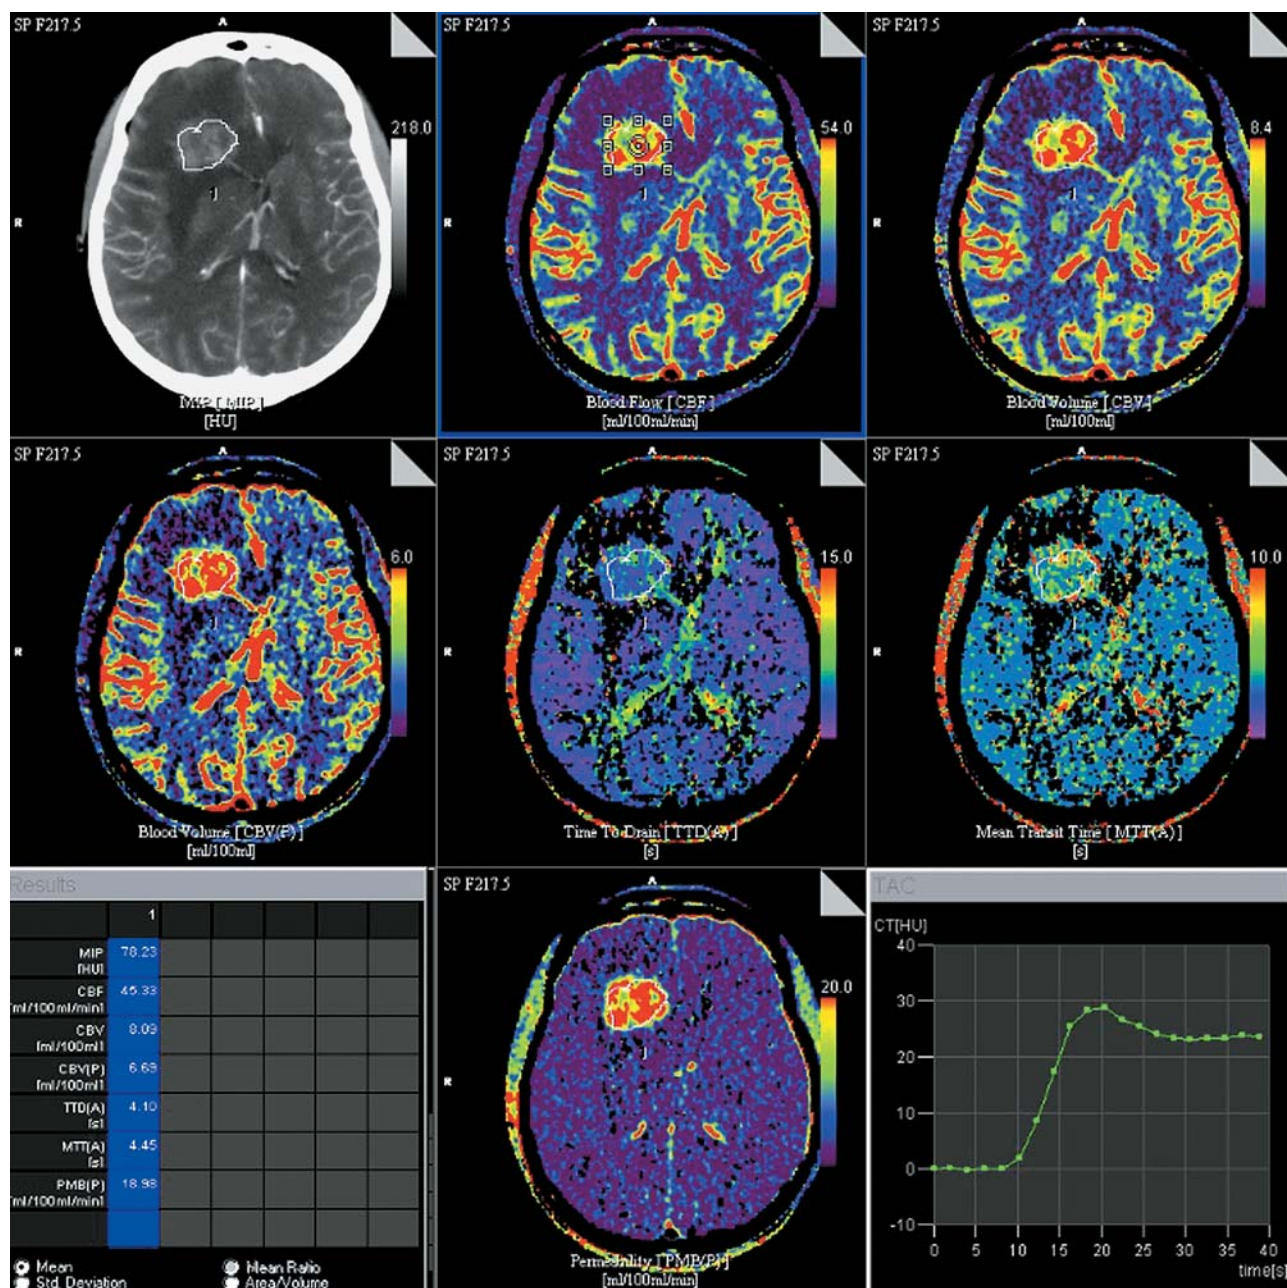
Пациентка 44 лет. Диагноз: метастаз рака молочной железы. КТ-перфузия: средние значения перфузии опухоли в глубоких отделах правой лобной доли – CBF 45,33 мл/100 мл/мин, CBV 8,09 мл/100 мл, MTT 4,45 с, PMB 18,98 мл/100 мл/мин.
